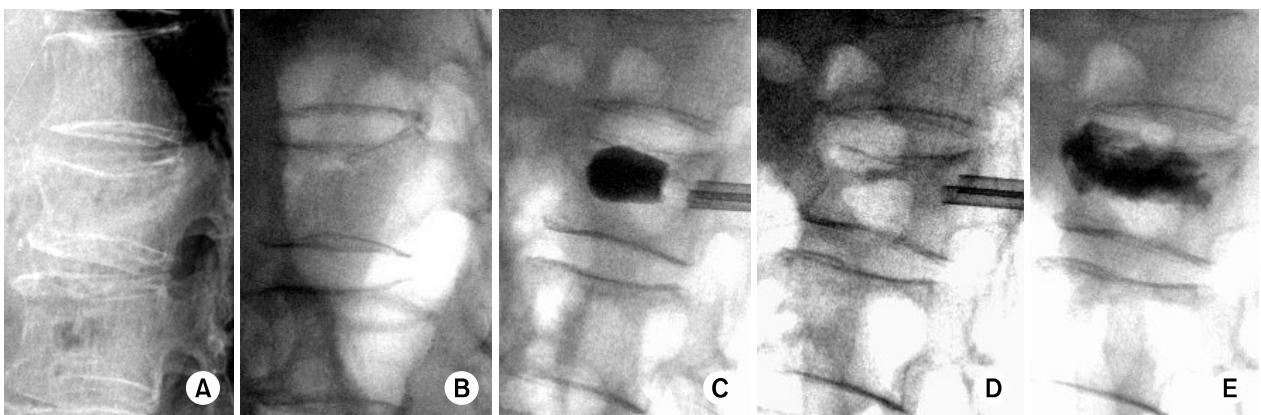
(A) Preoperative lateral radiograph was taken at lateral decubitus position. (B) Prone position restored some vertebral height and reduced some kyphotic angle. (C) Ballooning the bone tamp. (D) Deflation the bone tamp and loss of restored vertebral height. (E) Inseting the cement under fluoroscopic guidance.
